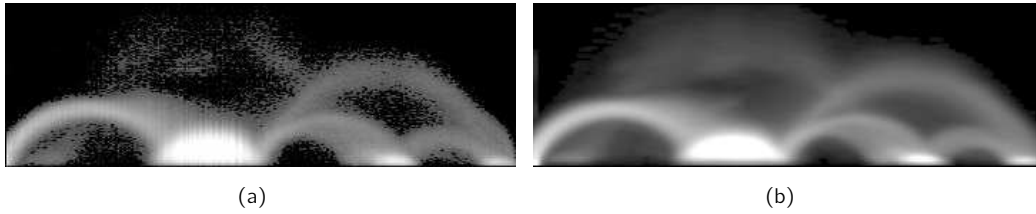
Anhand eines CT Datensatzes wird der Einfluß der Überabtastung und k -Nachbarschaft auf die Erzeugung des zweidimensionalen Histogramms dargestellt. Quelle: [RBS05]
